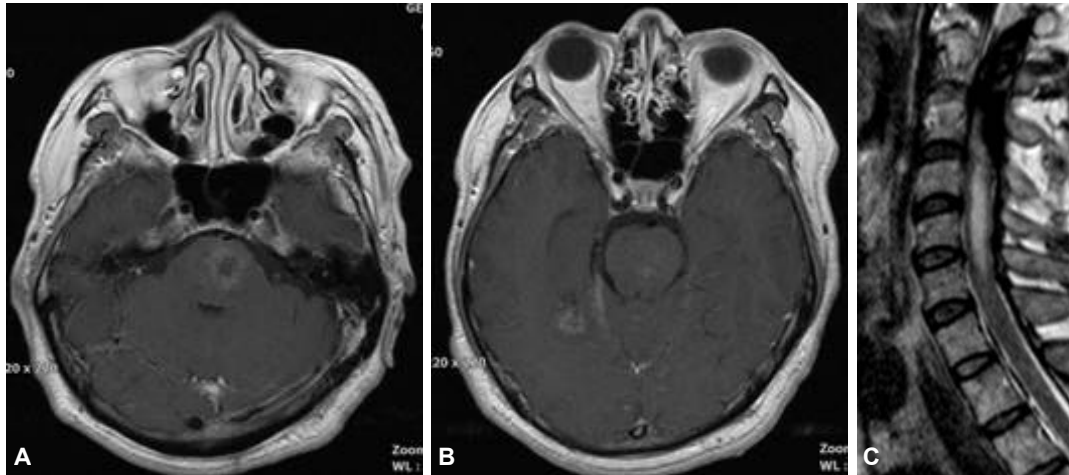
Brain magnetic resonance imaging (MRI) shows multiple lesions in the left pons and the temporo-occipital cortices on gadolinium (Gd)-enhanced T1 weighted images. Tentorium cerebelli are also enhanced by Gd (A). Spine MRI shows high signal intensity on T2 weighted image in the cervical cord (B).
